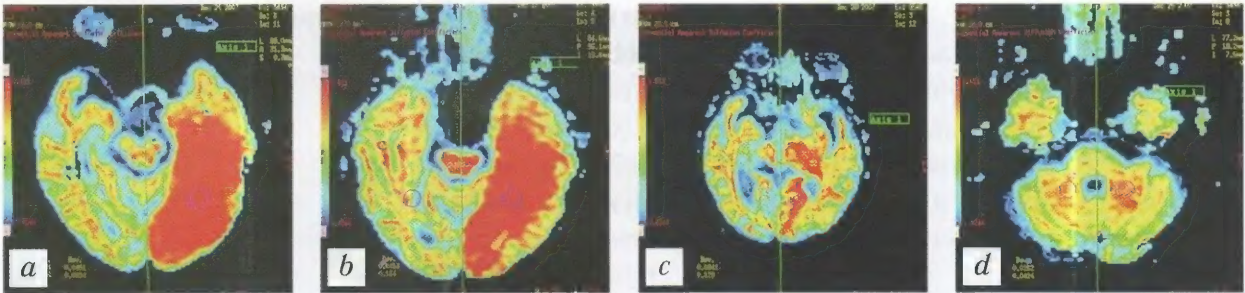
Перфузионно-взвешенная МРТ в контроле эффективности медикаментозного лечения (кортексин):
